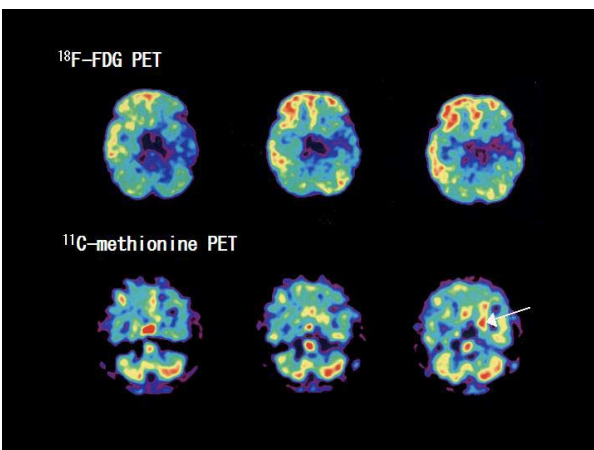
図 C 発作間歇期(11歳3ヶ月時)の¹⁸F-FDG PET画像(上段)と発作間歇期(11歳4ヶ月時)の¹¹C-methionine PET画像(下段)
